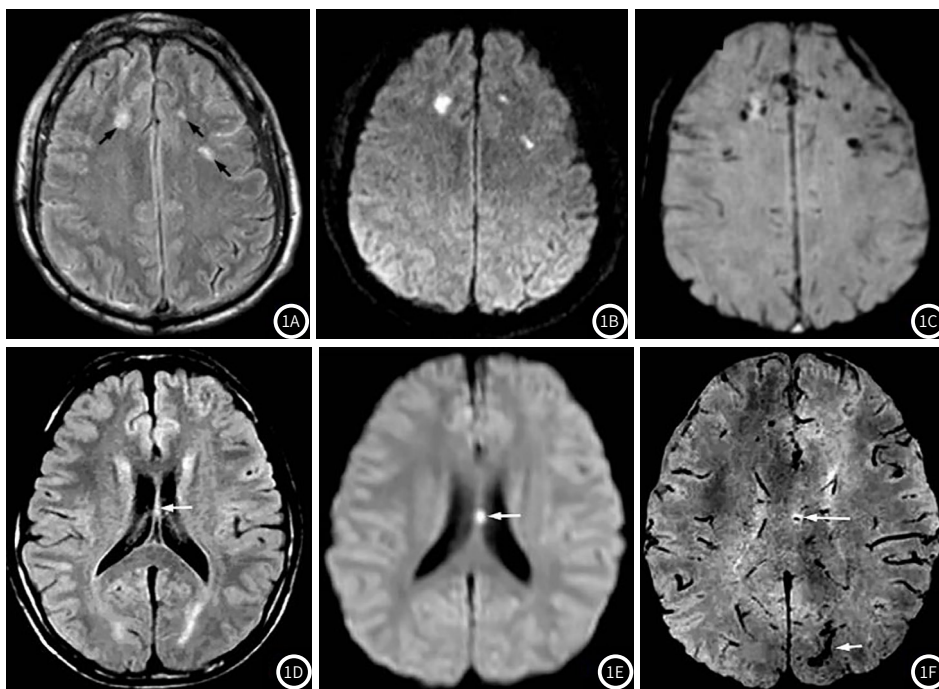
DAI在不同MRI序列表现。图1A~图1C：FLAIR序列及DWI显示额叶3点处存在点状高信号影；SWI扫描可见双侧额叶多发斑点状低信号影，病灶数目多于其他序列。图1D~图1F：FLAIR序列显示胼胝体底部高信号灶，SWI显示胼胝体底部结节状高信号；SWI显示胼胝体点状出血灶伴周围轻度环形水肿，另外左侧辐射多发点状出血灶。
